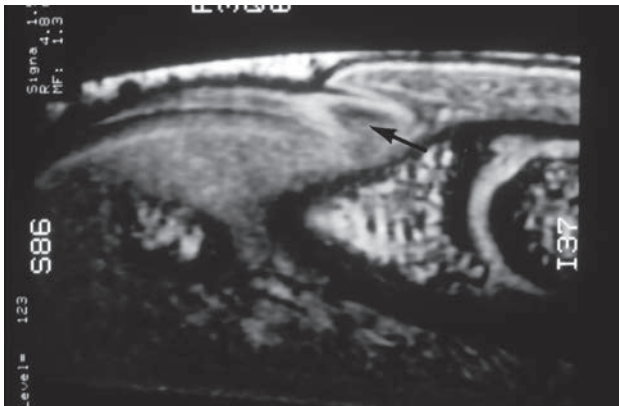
Resonancia magnética nuclear, sección sagital. La flecha muestra la V típica en la placa ungueal proximal (cortesía de JL Drapé, Francia).
